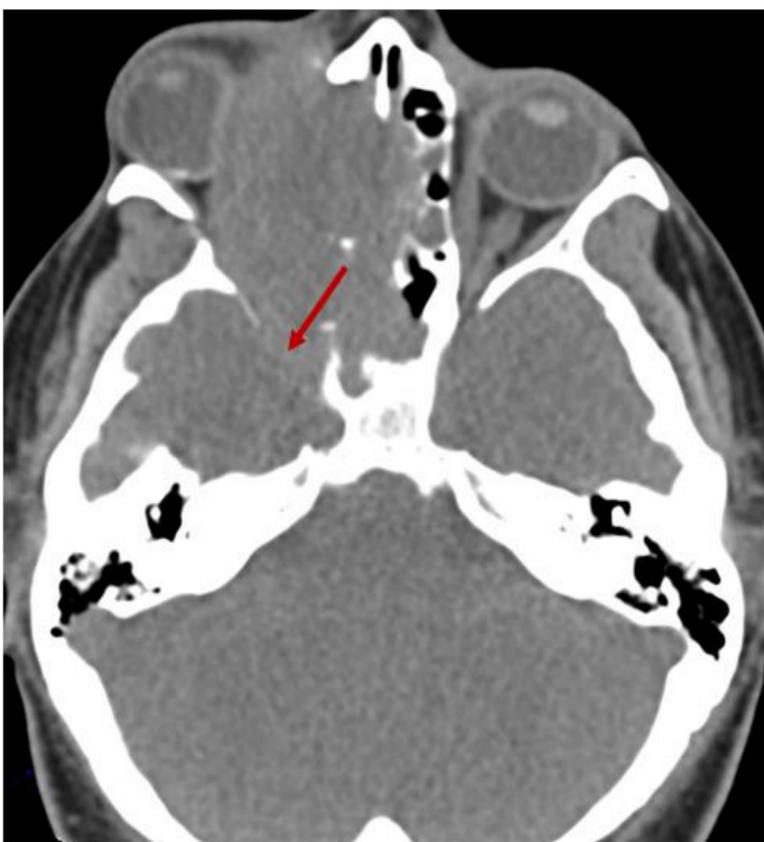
TAC axial sin contraste. Invasión de la fosa infratemporal. Leiomioma. Estadio T4a
